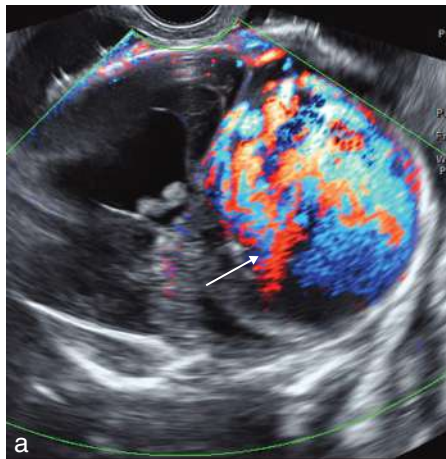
Malformation artérioveineuse d'un sinus dural. a. 33 SA. La fosse cérébrale est comblée par une volumineuse masse (→), refoulant les structures de voisinage, et présentant au Doppler une vascularisation importante et anarchique. b. En coupe transversale du pôle céphalique, on note que cette masse kystique anéchogène (*) est compressive et entraîne une ventriculomégalie majeure bilatérale (→). c. Thrombose du torcular (33 SA). IRM. Coupes sagittale et axiale en pondération T2. Volumineuse lésion extracérébrale refoulant le parenchyme cérébral correspondant à une thrombose du torcular sur malformation des sinus duraux (fœtopathologie). Source *fig. 8.70a Pr V. Debarge*.
